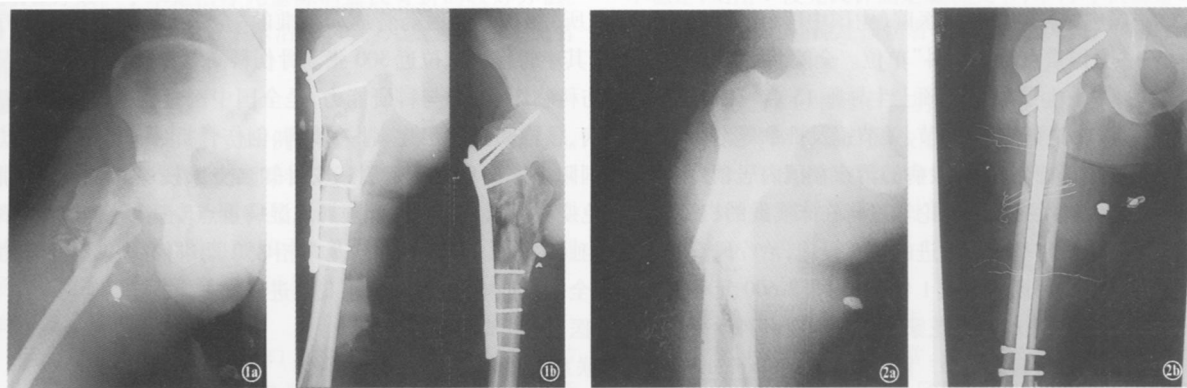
男,32岁,右股骨上段粉碎性骨折,应用解剖钢板固定 1a术前X线片 1b术后X线片 图2 男,41岁,左股骨中上段粉碎性骨折,应用重建钉固定 2a术前X线片 2b术后X线片
